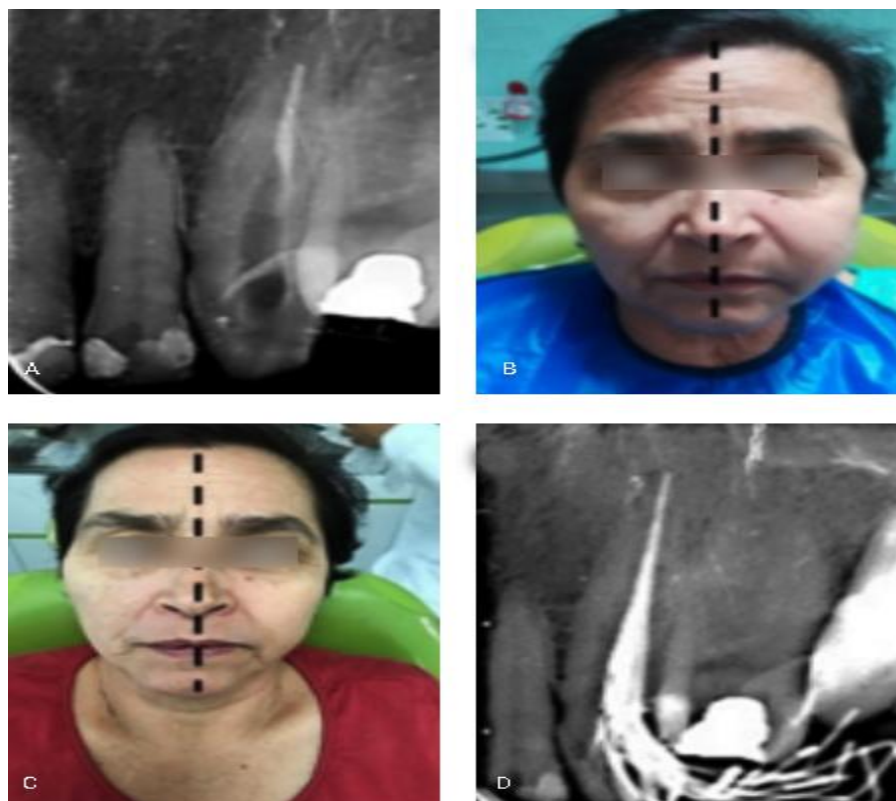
A. Radiografía periapical inicial. B. Asimetría facial ocasionada por la extrusión del NaOCl. C. Solución del edema después de ocho días. D. Fin del tratamiento de conducto con éxito.
